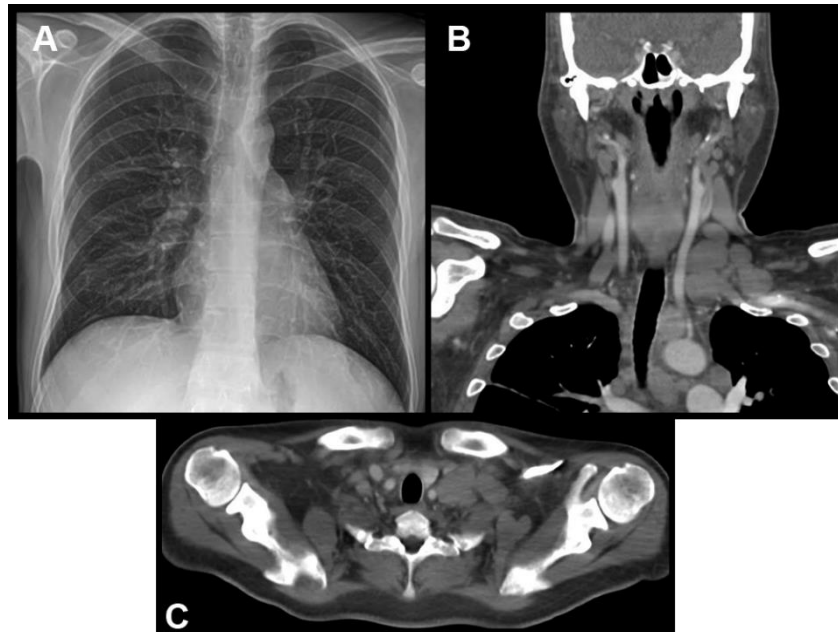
a. Pequeñas radiopacidades homogéneas de bordes bien definidos en la región hiliar derecha de aproximadamente 1cm. b. TC reconstrucción coronal: Conglomerado ganglionar en espacio supraclavicular izquierdo y crecimientos ganglionares en ventana aortopulmonar que comprimen carótida. c. Desplazamiento de carótida y estructuras del lado izquierdo por crecimiento ganglionar.
